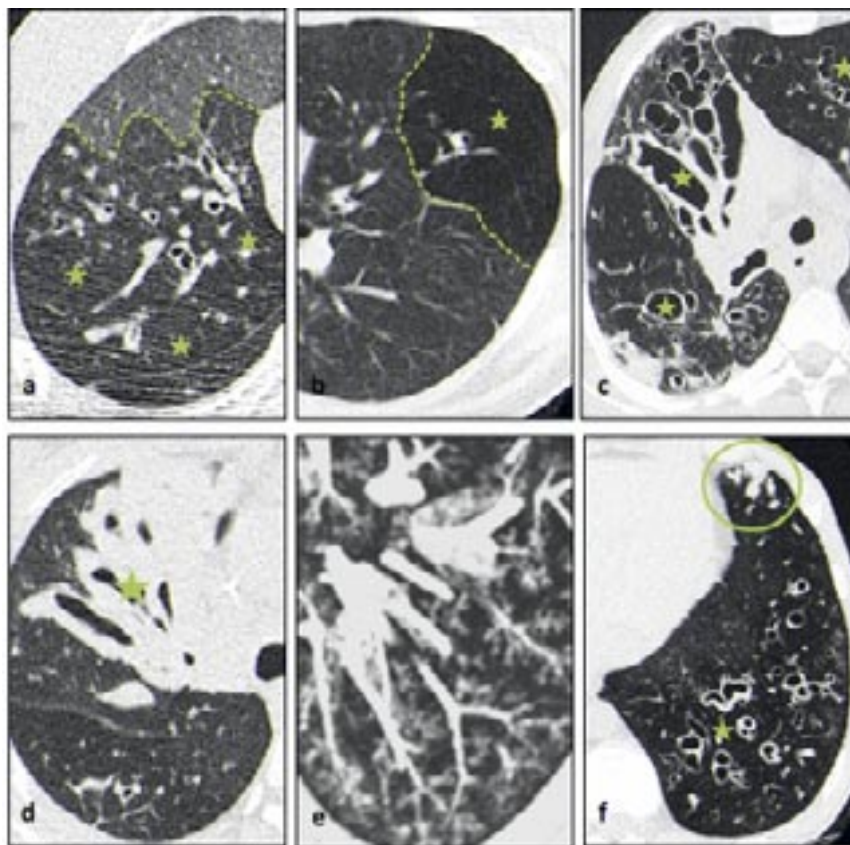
Typische Zeichen der zystischen Fibrose in Lungen CT
